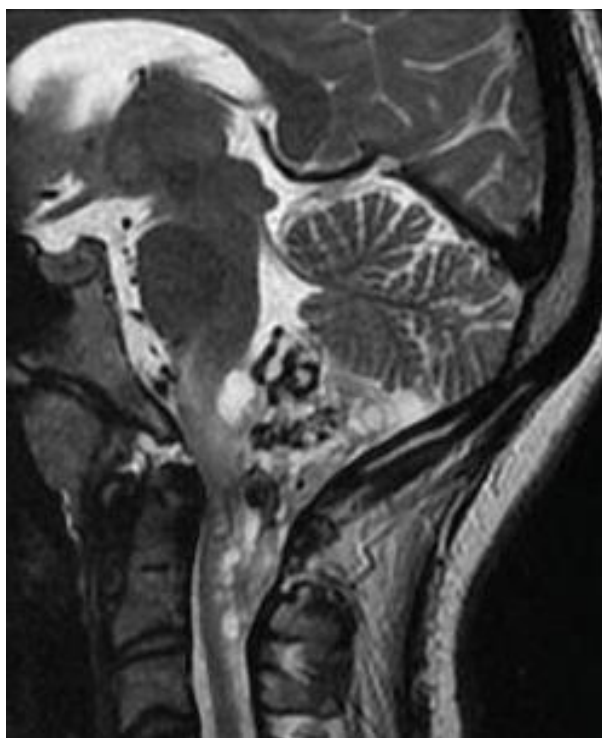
RM cerebral ponderada en T2 muestra FAV craniocervical perimedular dorsal
